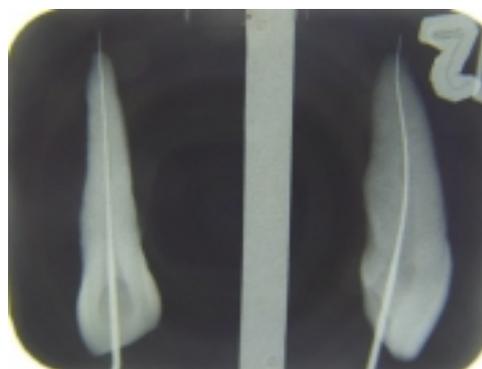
Radiografia tomada no sentido méσιο-distal e vestibulo-lingual
